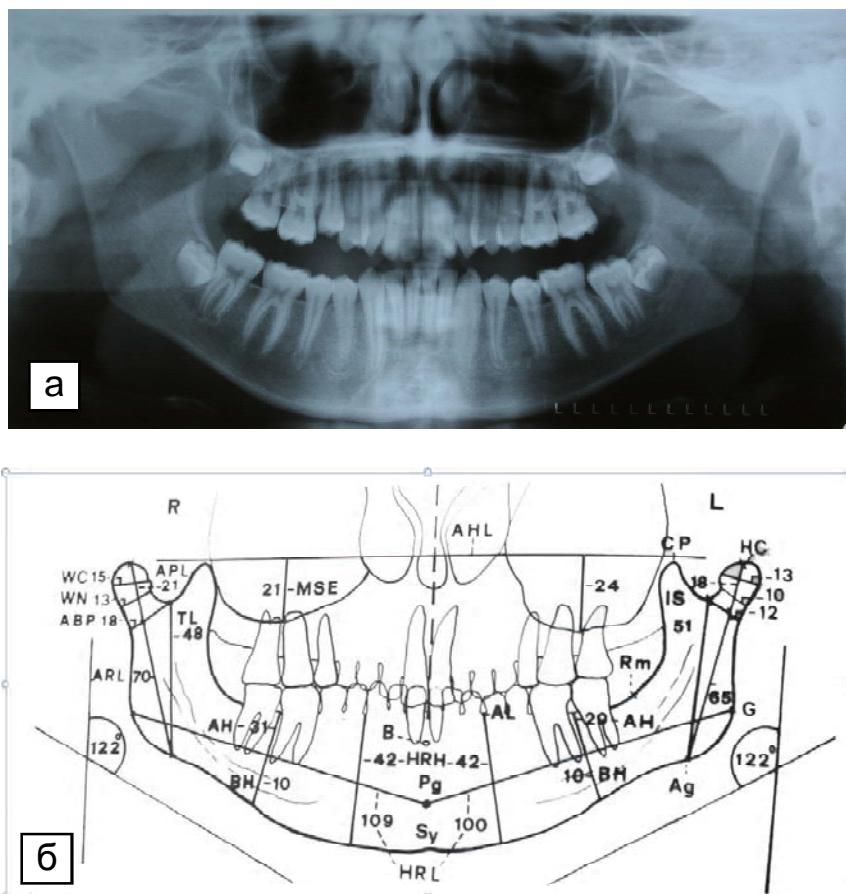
Методика анализа ортопантомограмм по Обвегезеру:
